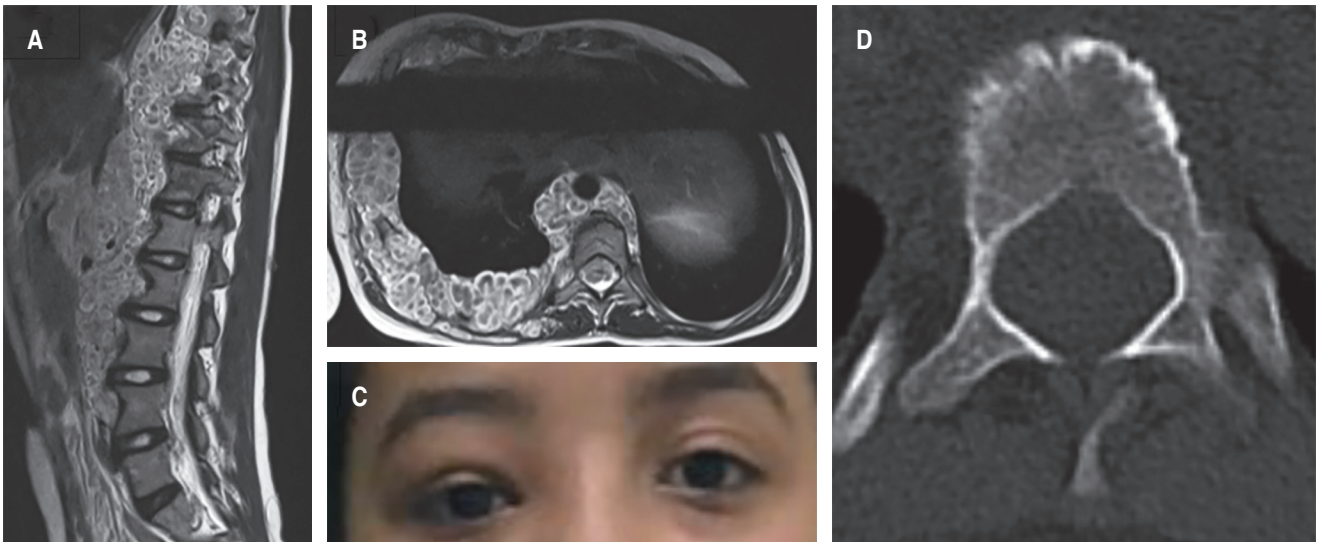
A y B) Corte sagital y axial de resonancia magnética, se observa la presencia de neurofibromas en la columna vertebral de T8 a L4 y en pulmón derecho. C) Proptosis palpebral derecha por tumoración ocular. D) Tomografía en corte axial demuestra displasia pedicular y bordes festoneados anteriores.
